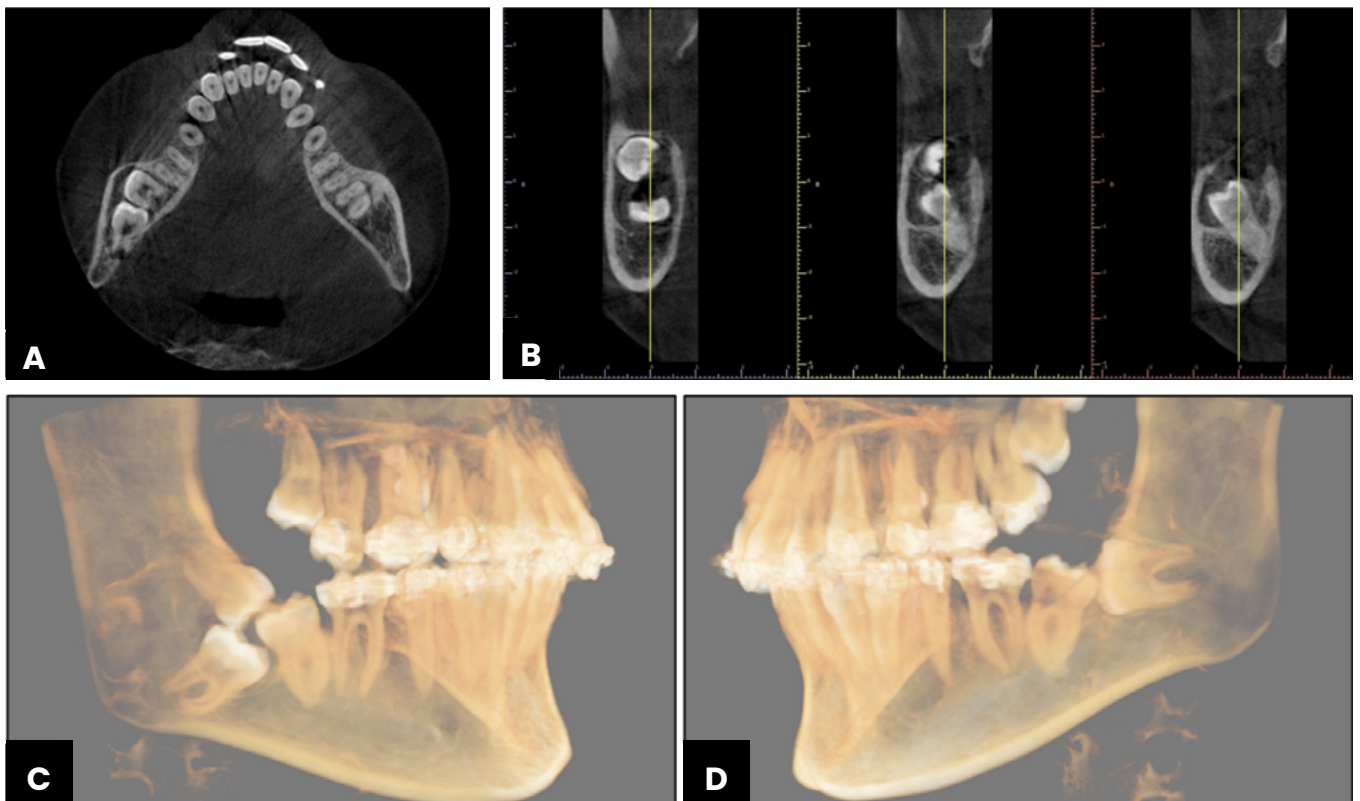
CBCT preoperatorio. (A) Corte axial; (B) Cortes Coronales; (C) Reconstrucción 3D lado derecho; (E) Reconstrucción 3D lado izquierdo.
